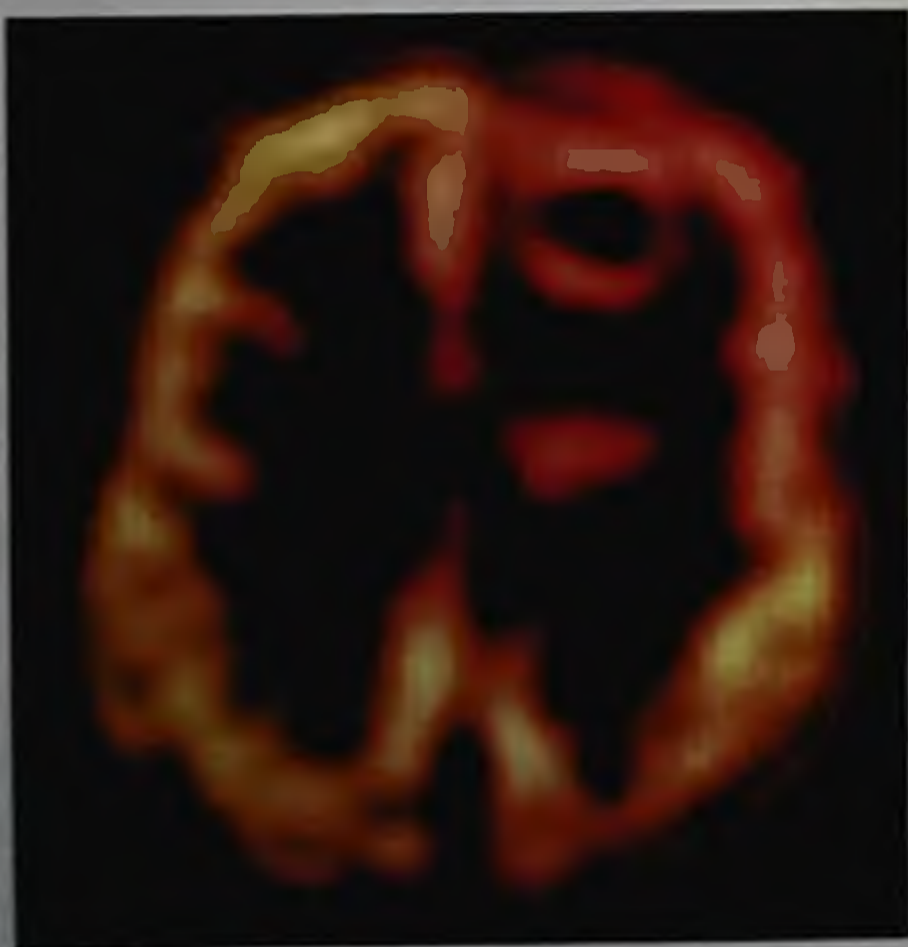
Позитронная эмиссионная томография с радиоактивной глюкозой: в левой лобной доле — очаг кольцевидного накопления радиофармпрепарата и низкое накопление его в зоне распада в центральных отделах опухоли
